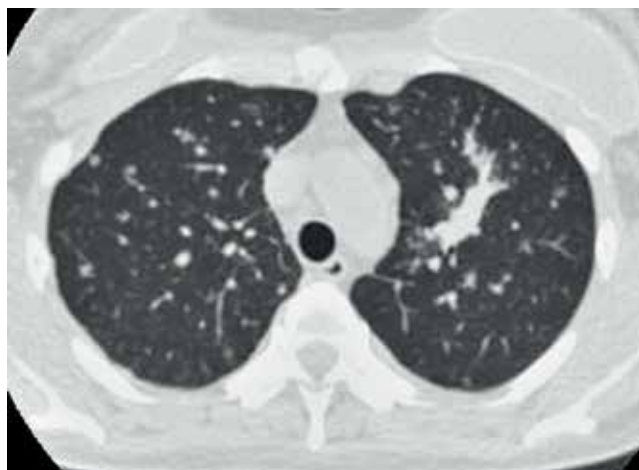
Пациентка Б., КТ ОГК от 18.11.2022 г. – мелкие перилимфатические очаги обеих легких, зона сливных очагов в верхней доле левого легкого
